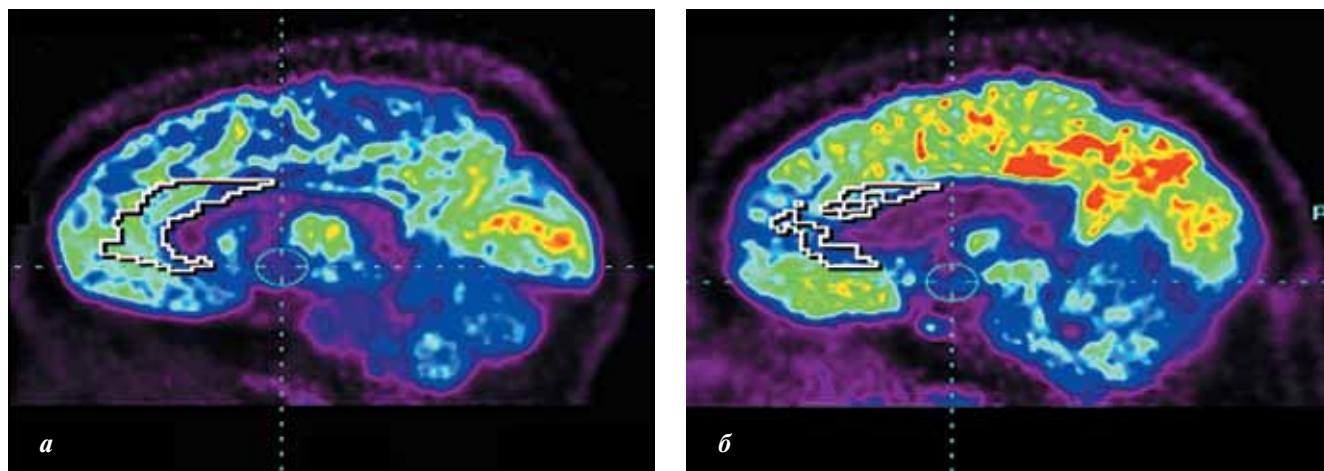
Результаты ПЭТ-сканирования в период опорожнения мочевого пузыря: а – головного мозга здорового мужчины; б – головного мозга здоровой женщины
